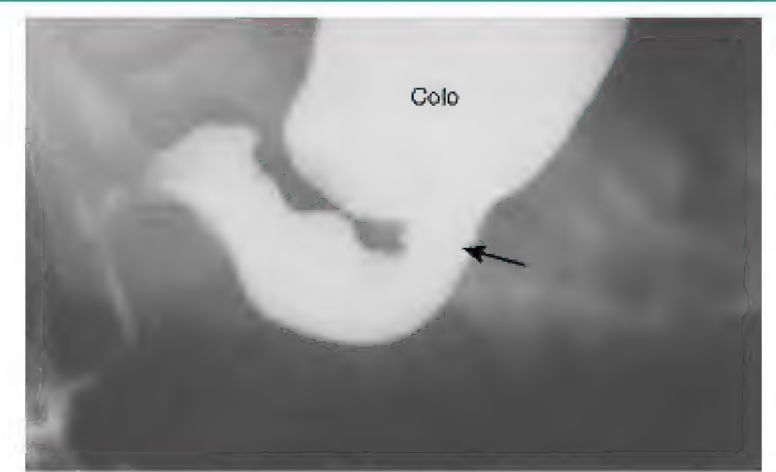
Radiografia do colo, após um enema de bário, em uma criança com um mês de idade apresentando megacolo (doença de Hirschsprung). O segmento aganglionar distal é estreito, com um colo proximal dilatado repleto de material fecal. Observe a zona de transição (seta). (Cortesia do Dr. Martin H. Reed, Department of Radiology, University of Manitoba and Children's Hospital, Winnipeg, Manitoba, Canadá.)
